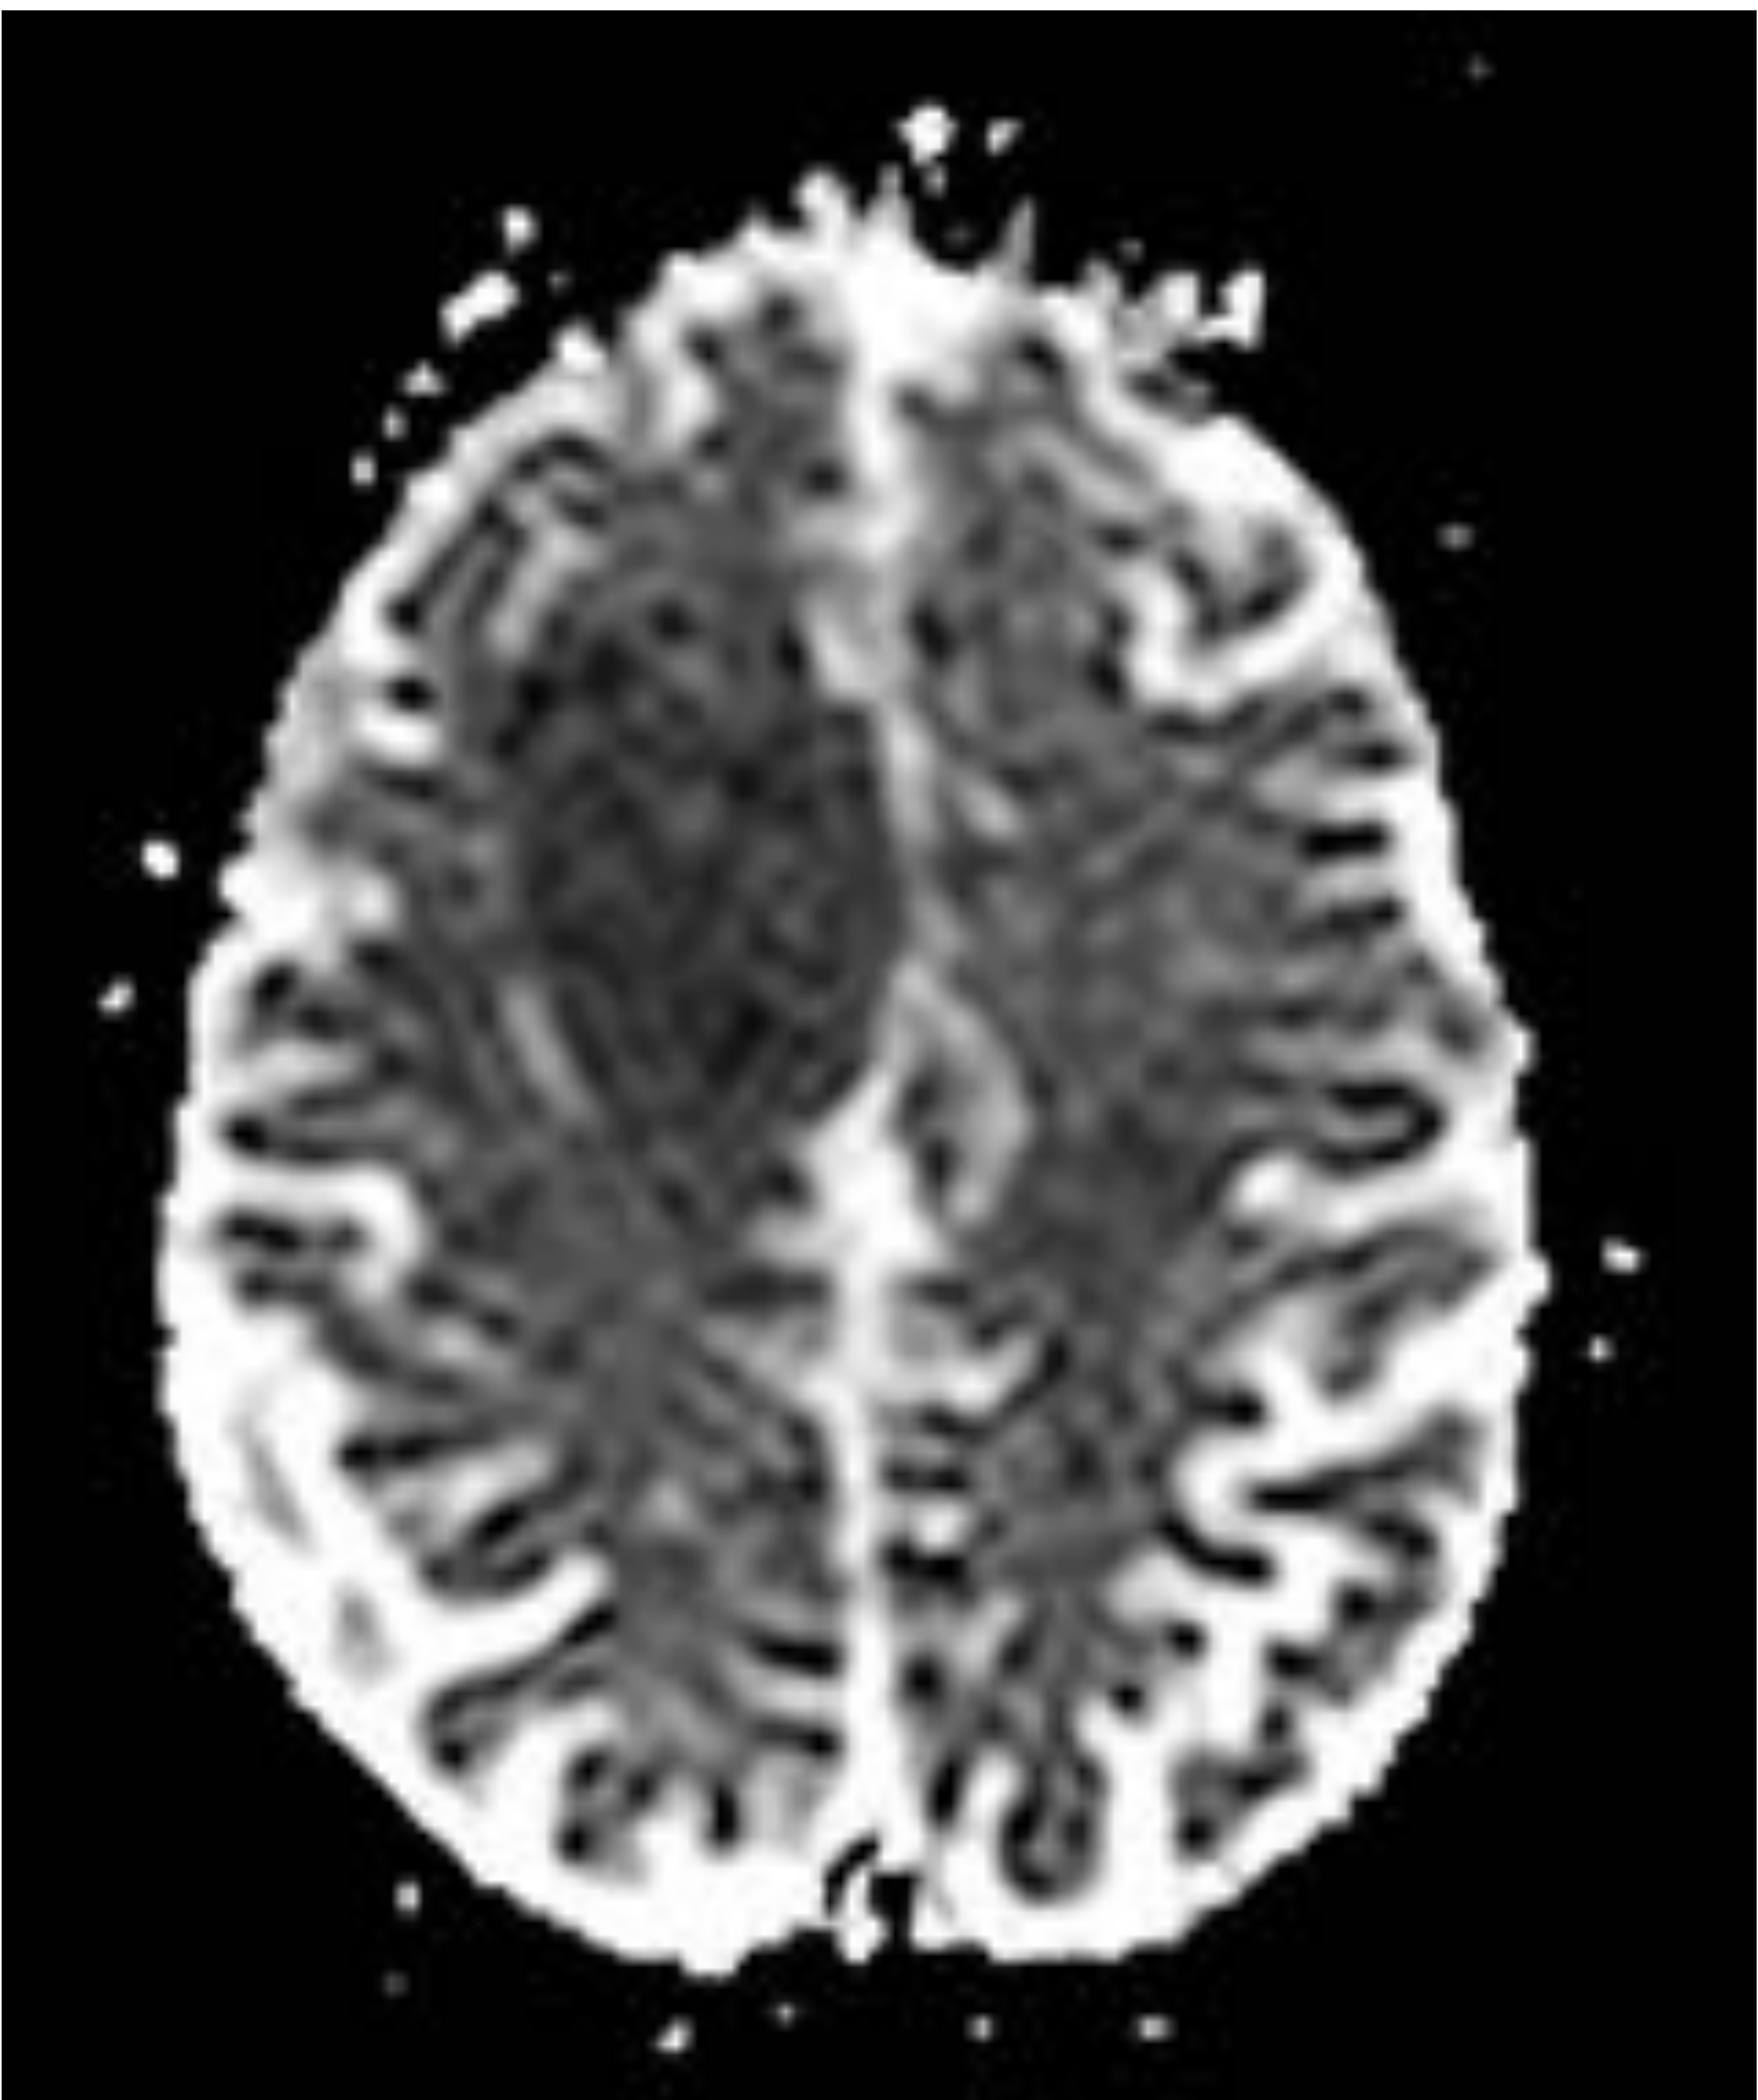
RM: T2 Difusión y Gadolinio
